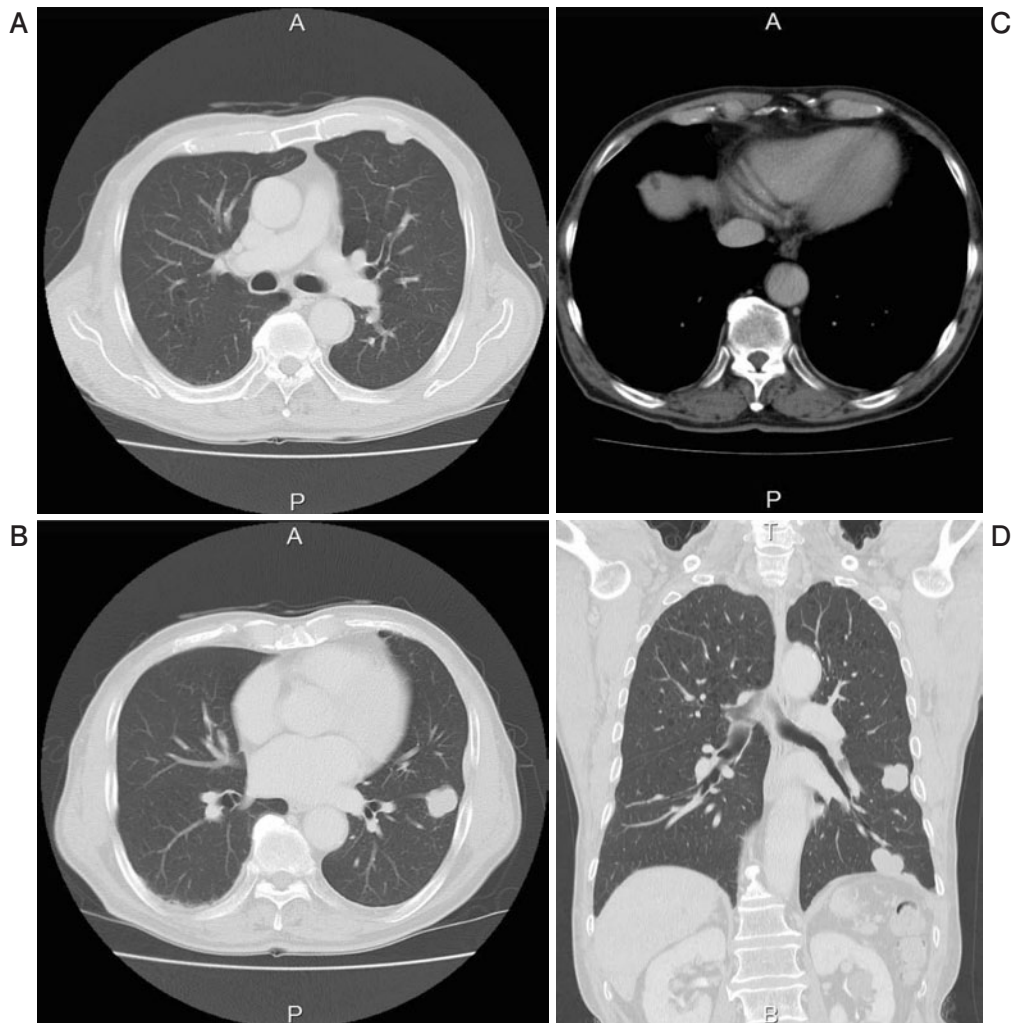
(A) A chest CT image on admission shows a well-defined 1.8-cm-diameter nodule with an extra-pleural sign in the left lung. (B) A chest CT image demonstrates a 2.2-cm-diameter nodule that has a well-defined margin and appears to extend into the left interlobar fissure. (C) A CT image shows bilateral noncalcified plaques. (D) A 3.1-cm-diameter mass is situated just on the left diaphragm.
